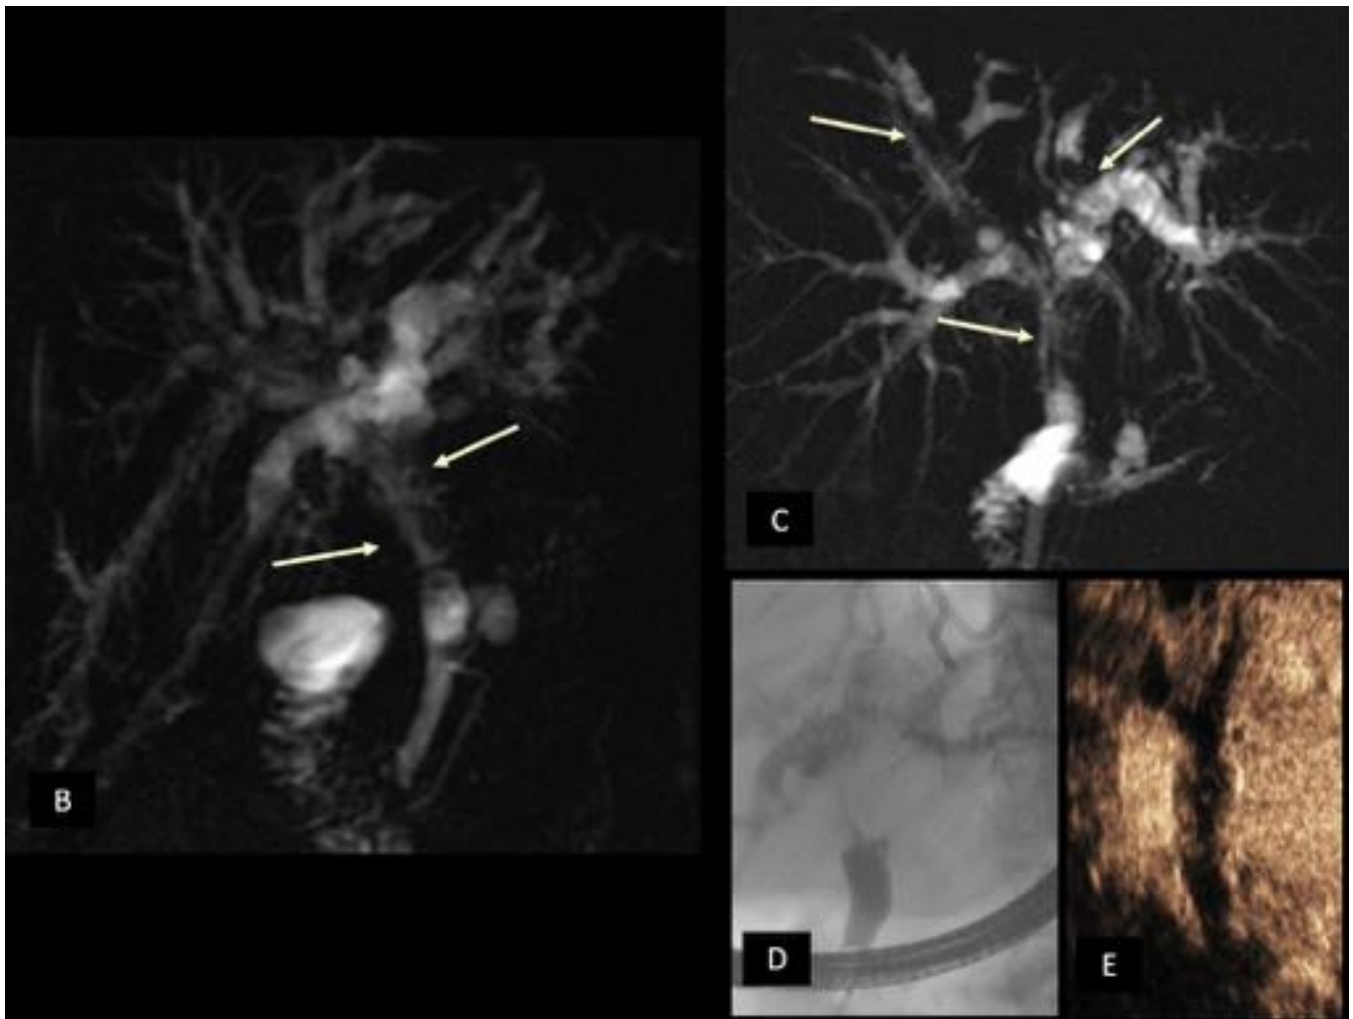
Papilomatosis biliar. Imágenes colangioRM (B y C) donde se observa múltiples defectos de repleción (flechas), hallazgos que se observan en la colangiografía (D) como segmentos de estenosis. La ecografía con contraste (E) evidencia como las lesiones intraductales realzan.
